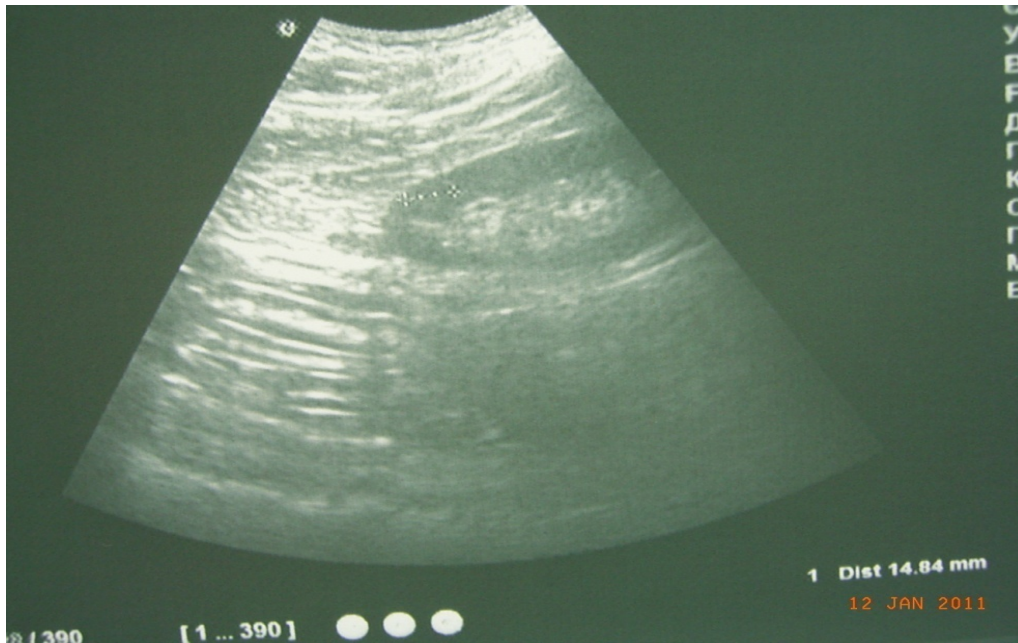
Рисунок №3 УЗИ, опухоль почки $d - 1,5$ см
